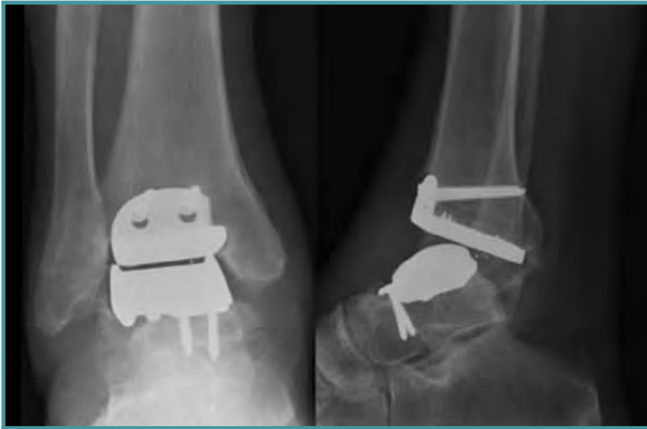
Radiografía anteroposterior y lateral que muestra malposición del componente tibial.
